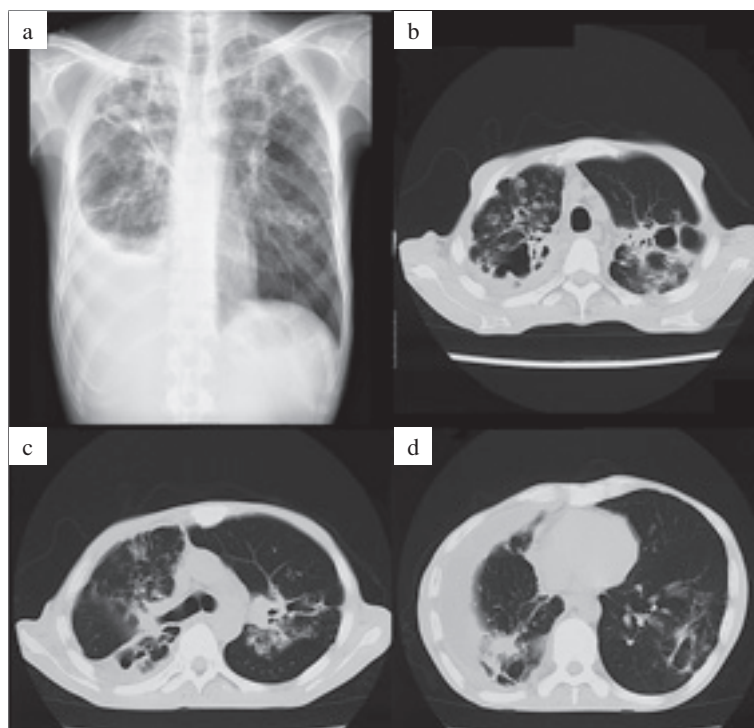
(a) Chest X-ray on admission showed right pleural effusion and infiltrative shadows with small cavities in the bilateral upper lung fields. (b)(c)(d) Chest computed tomography (CT) of the lung window on admission showed right pleural effusion, centrilobular nodules and infiltrative shadows with multiple cavities in the bilateral lungs.
